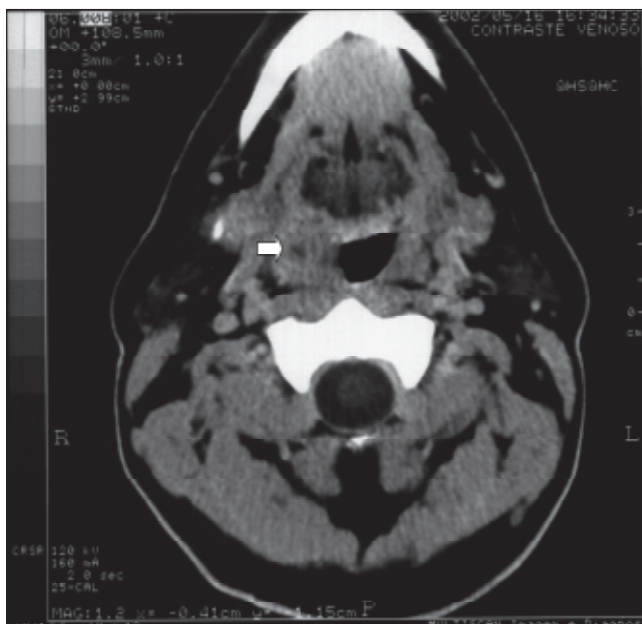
TC de faringe e região cervical evidenciando estrutura nodular bem definida, com centro hipodenso e impregnação anelar pelo meio de contraste iodado, medindo cerca de 1,8 x 1,5 cm nos seus maiores diâmetros transversos, localizada no pilar amigdaliano anterior direito.
